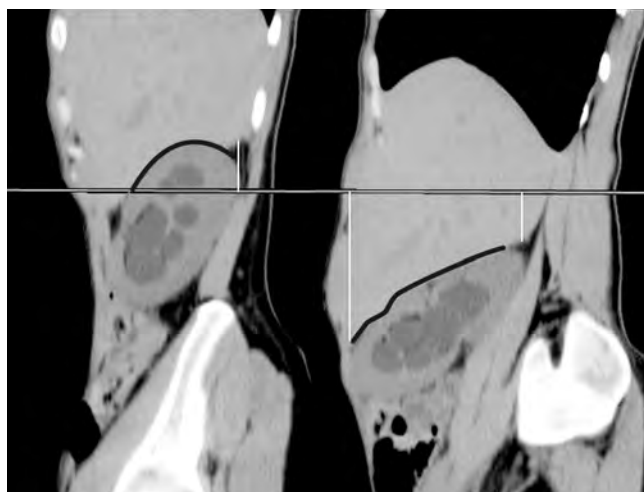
Компьютерная томограмма в сагиттальной плоскости в покое и на фоне феномена Вальсальвы. Гепатонепроптоз
